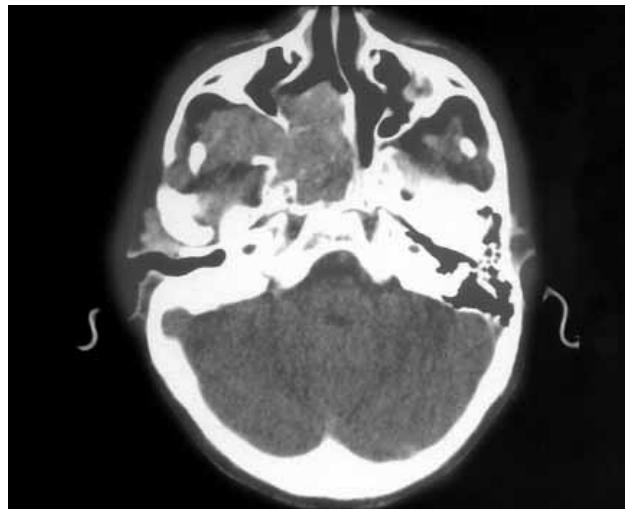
Koronal bilgisayarlı tomografi incelemesinde, nazofarenksi doldurup, sfenoid sinüsü içine alan anjiyofibrom olgusunun görünübü.
